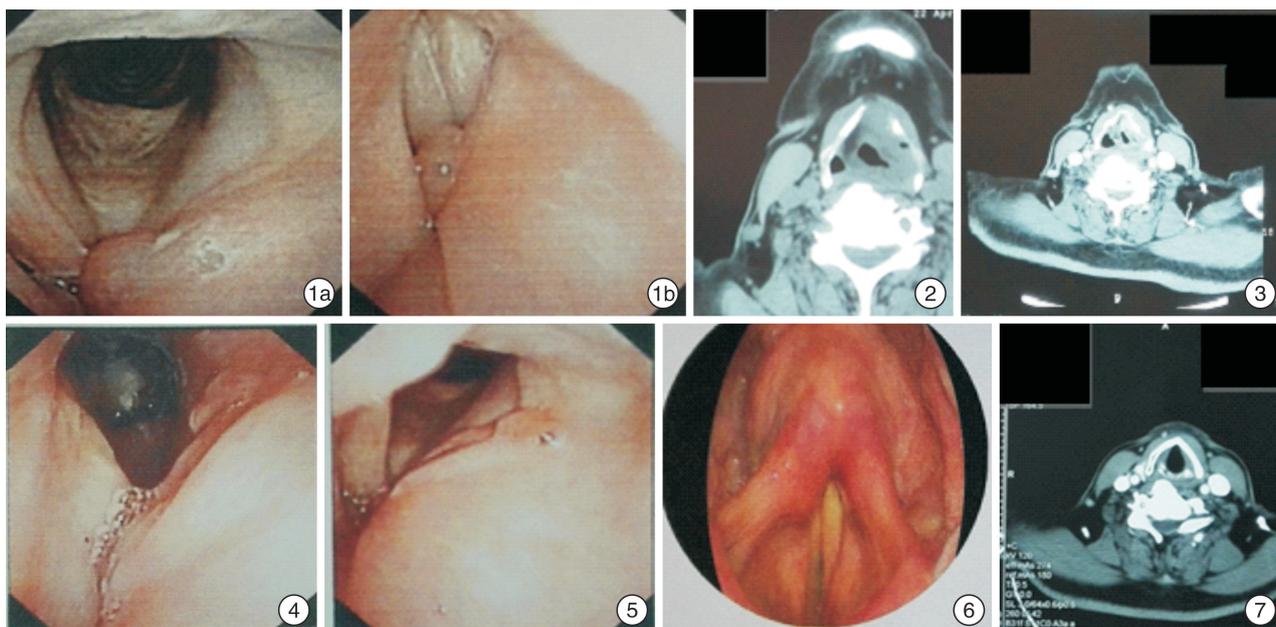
术前喉镜检查 声门开大、闭合时见左侧室带前端淡红色隆起,遮左侧声带,前连合不能暴露; 图2 入院前喉部平扫CT 左侧声带及杓会厌襞增厚,邻近甲状软骨受侵、破坏; 图3 术前喉部平扫+增强CT 左侧室带、杓会厌皱襞不规则增厚,喉旁间隙及会厌前间隙内可见密度增高影,左侧甲状软骨板骨质破坏不明显; 图4 术后1个月喉镜检查 左侧室带术后改变,未见异常新生物及隆起; 图5 术后3个月喉镜检查 右侧声带活动弱,左侧声带活动可,未见新生物及隆起; 图6 术后6个月喉镜检查 未见新生物及隆起; 图7 术后6个月喉部增强CT 喉部未见肿物。
